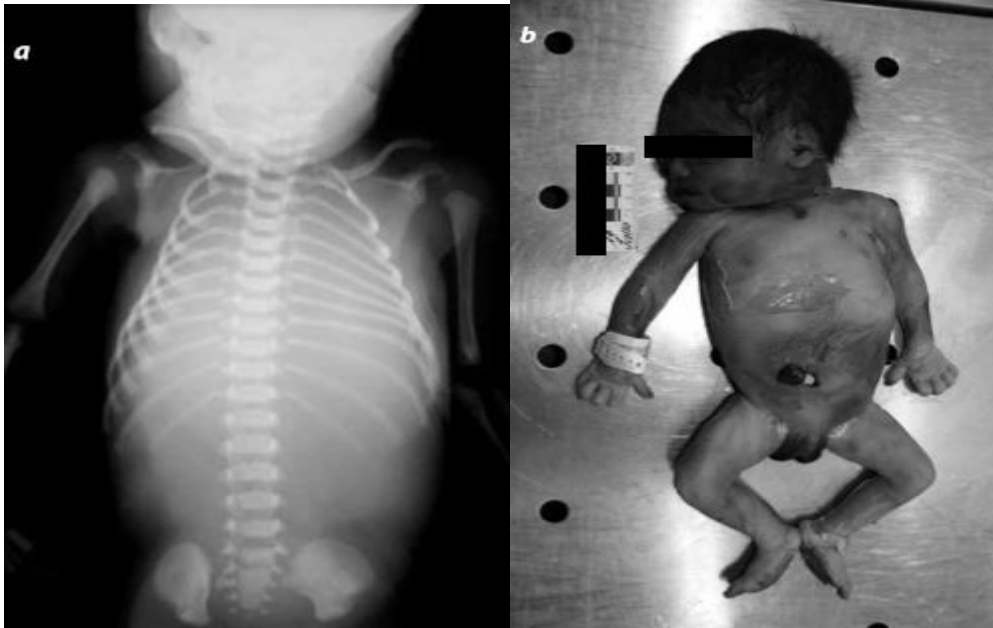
Radiografía del cadáver de un niño con muerte intrauterina. Se observa la opacidad de ambos campos pulmonares. En el examen externo del cadáver se observan signos de maceración que confirman la muerte in útero¹⁸
